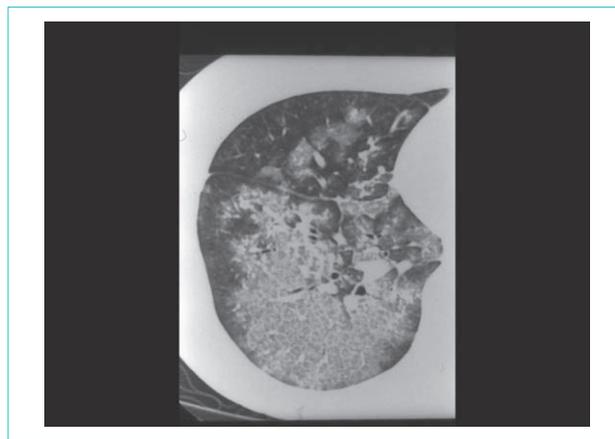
特発性肺胞出血の胸部 HRCT 像、crazy-paving pattern
